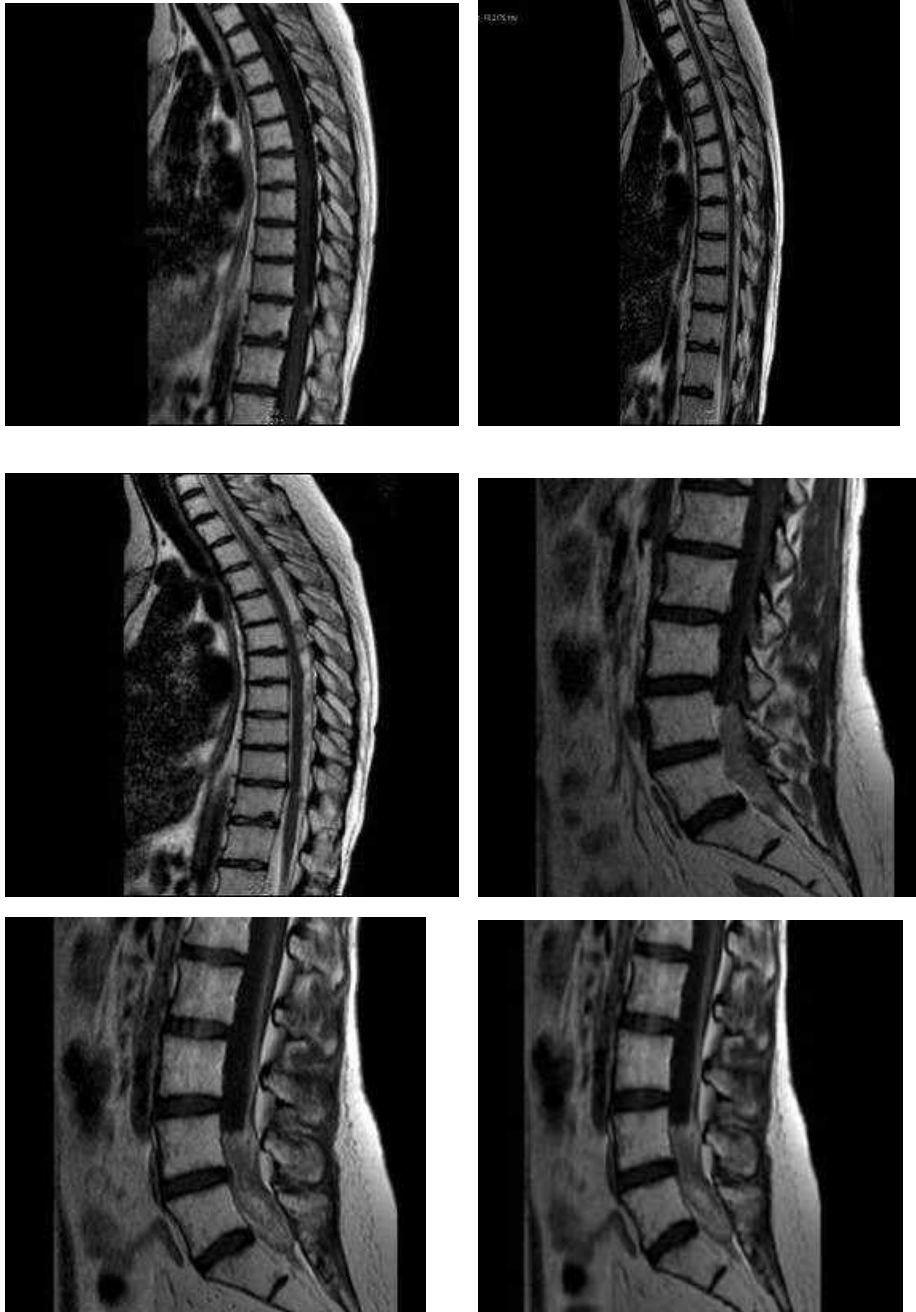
Спостереження №144. МРТ з контрастуванням. Множинні спінальні метастази МБ, стан після неодноразових курсів ПТ і ХТ. Стадія за Chang -T0M3.
